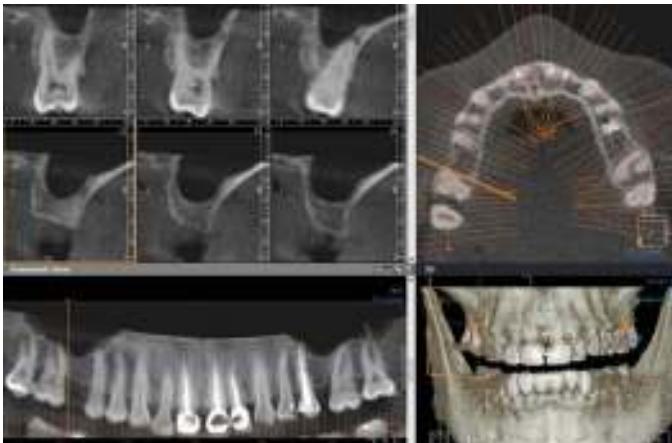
Первичный интерфейс панорамной томограммы
